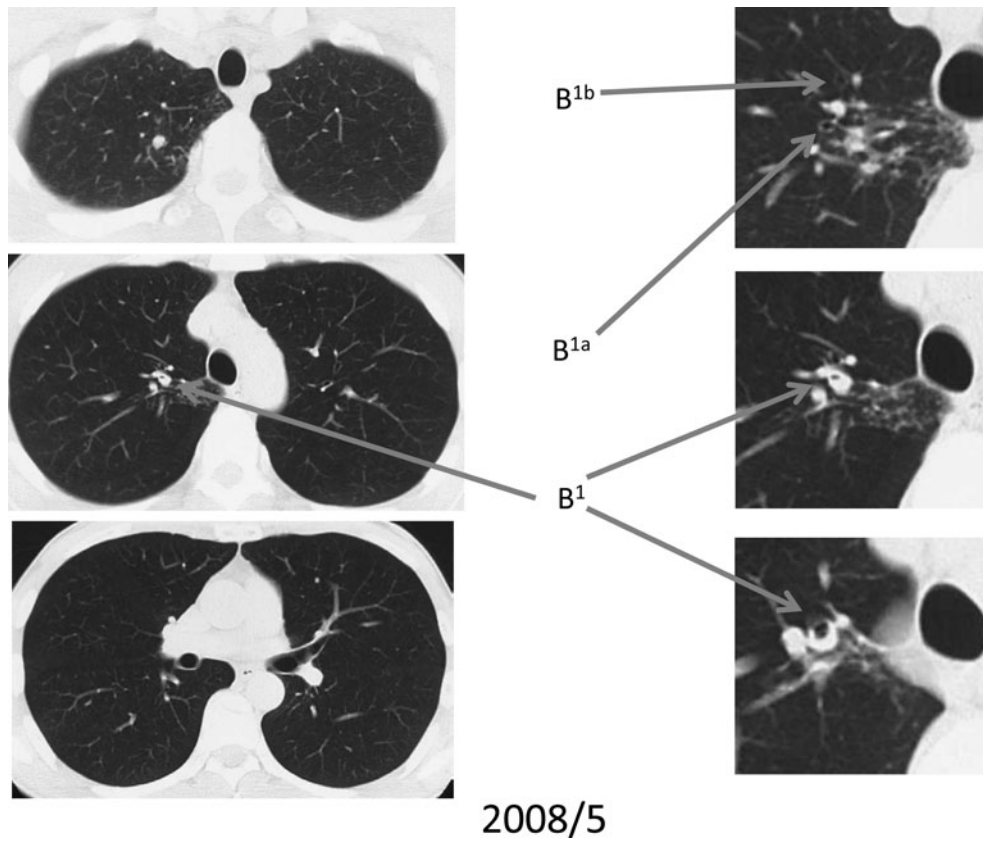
Chest CT showed small nodules in the right upper lobe with the obstructed bronchus (rt. B<sup>1</sup>).
